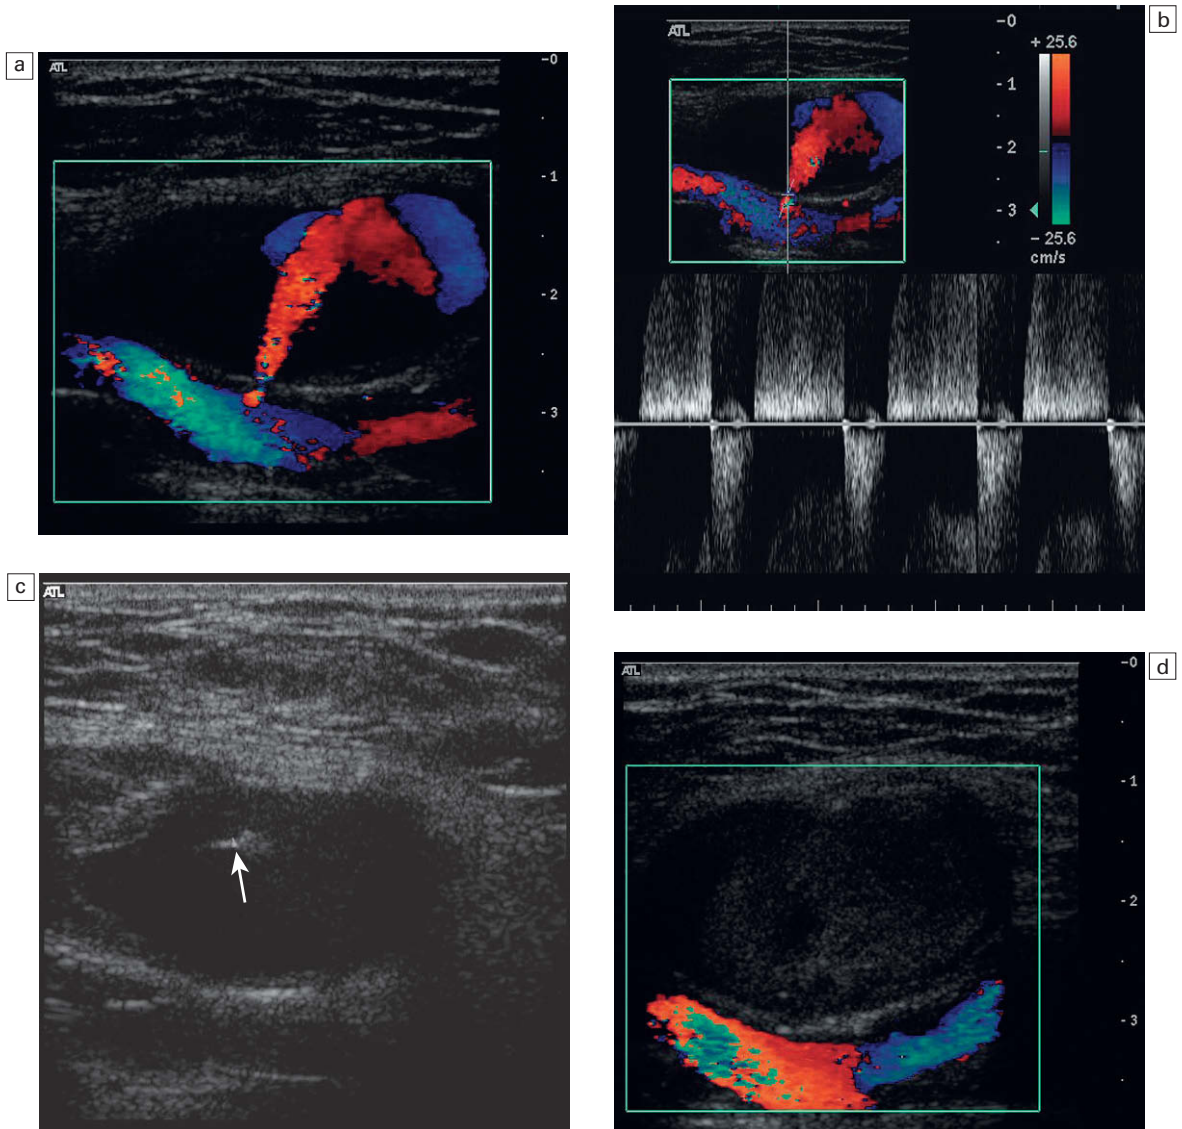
a) Un falso aneurisma en el que se muestra la luz permeable mediante Doppler color; b) el característico flujo en «vaivén» en el Doppler espectral; c) extremo de la aguja para la inyección de trombina en el interior del falso aneurisma; d) falso aneurisma trombosado tras el tratamiento con trombina.
